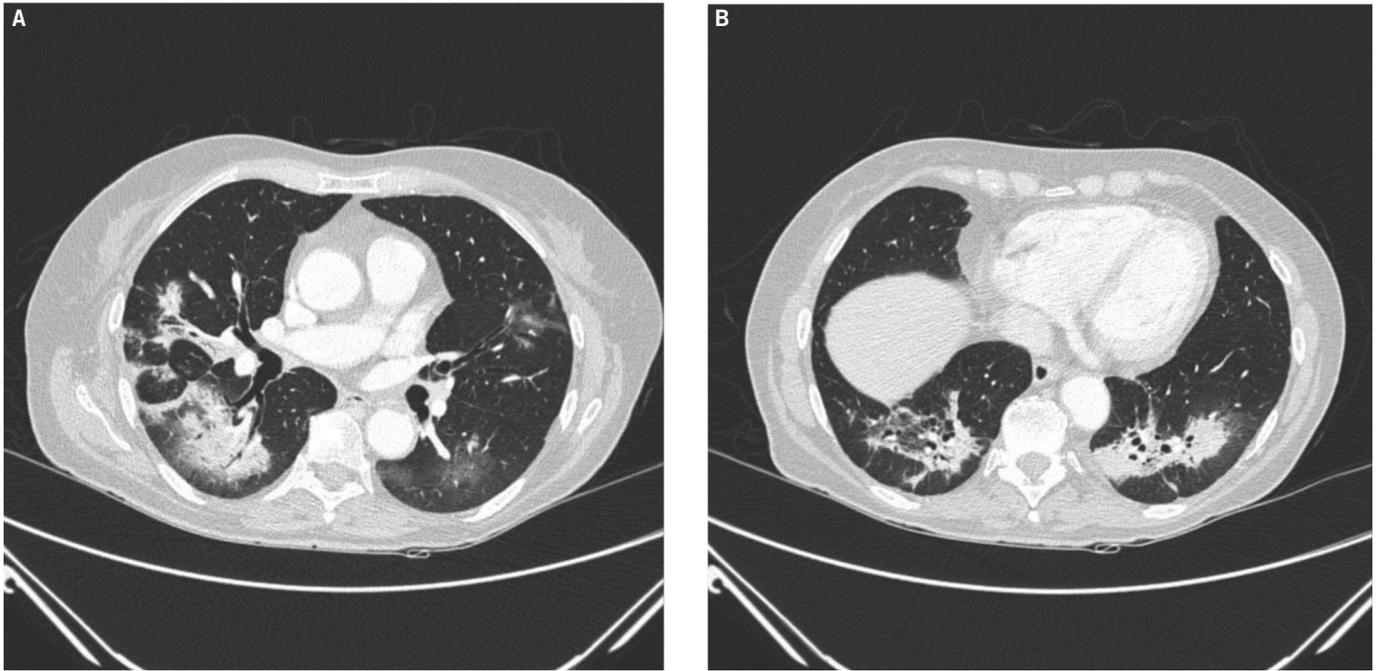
A y B. Tomografía computarizada de tórax que muestra consolidaciones bilaterales, las más extensas en ambos lóbulos inferiores, algunas en vidrio deslustrado, con cierta distorsión y dilatación de los bronquios en el seno de estas.
